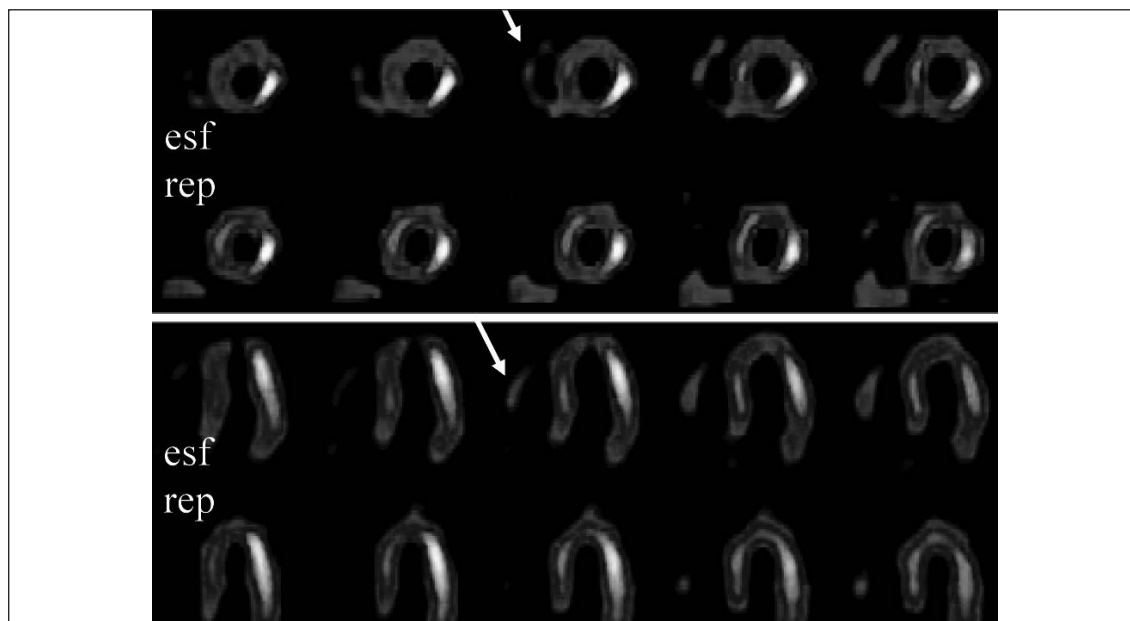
Cortes tomográficos (SPECT) de eje menor (bloque superior) y de eje mayor horizontal (bloque inferior) correspondientes a estudio de esfuerzo (esf) y reposo (rep). Además de extensos defectos de perfusión reversibles y dilatación transitoria del VI, se comprueba captación del trazador en el VD (flechas) en el estudio de esfuerzo.
